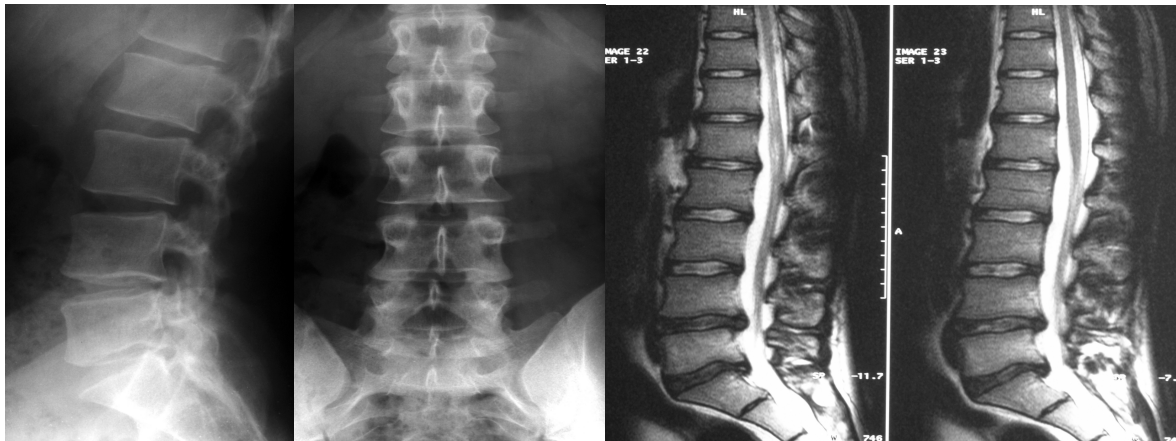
Röntgen und MRT der LWS: Verminderung der Segmenthöhen LWK4/5 und LWK 5/SWK1 mit Protrusionen der Bandscheiben und Modic-Veränderungen
